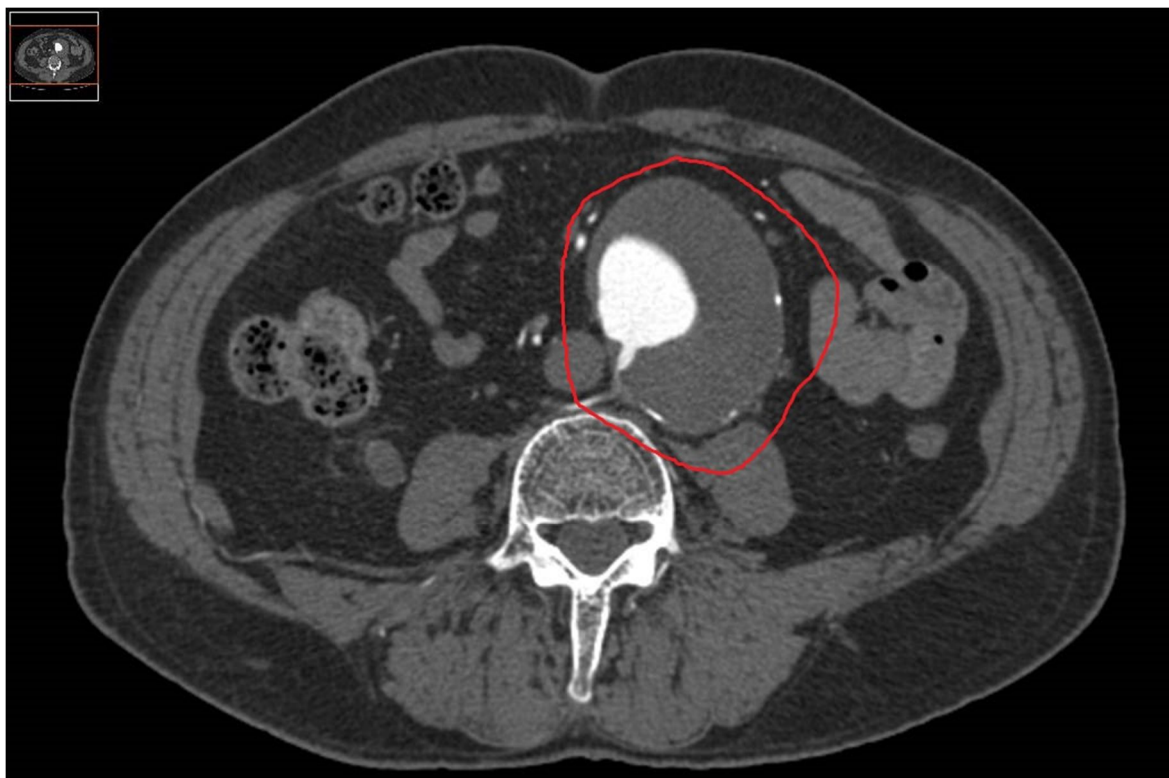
CT [<https://my.clevelandclinic.org/health/diagnostics/4808-computed-tomography-ct-scan/test-details>]
